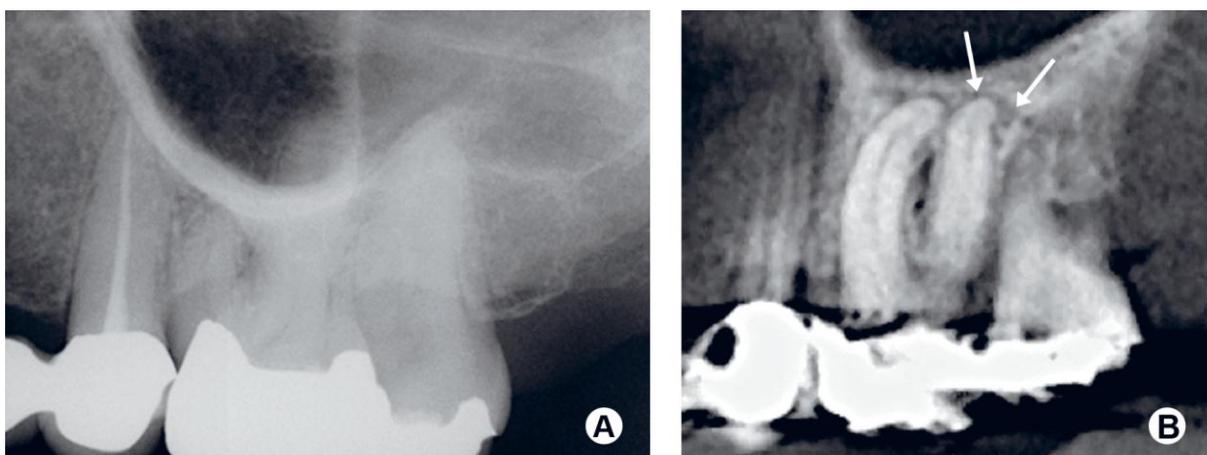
(A) Radiografia periapical da região de primeiro molar inferior; (B) Corte sagital da mesma área, evidenciando radiolucência periapical não visível na radiografia convencion
